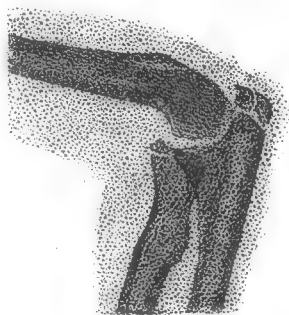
Raideur sans obstacle osseux. Le condyle externe était gros. La radiographie de profil ne permet pas de savoir s'il a été fracturé. (Garçon de 4 ans.)
